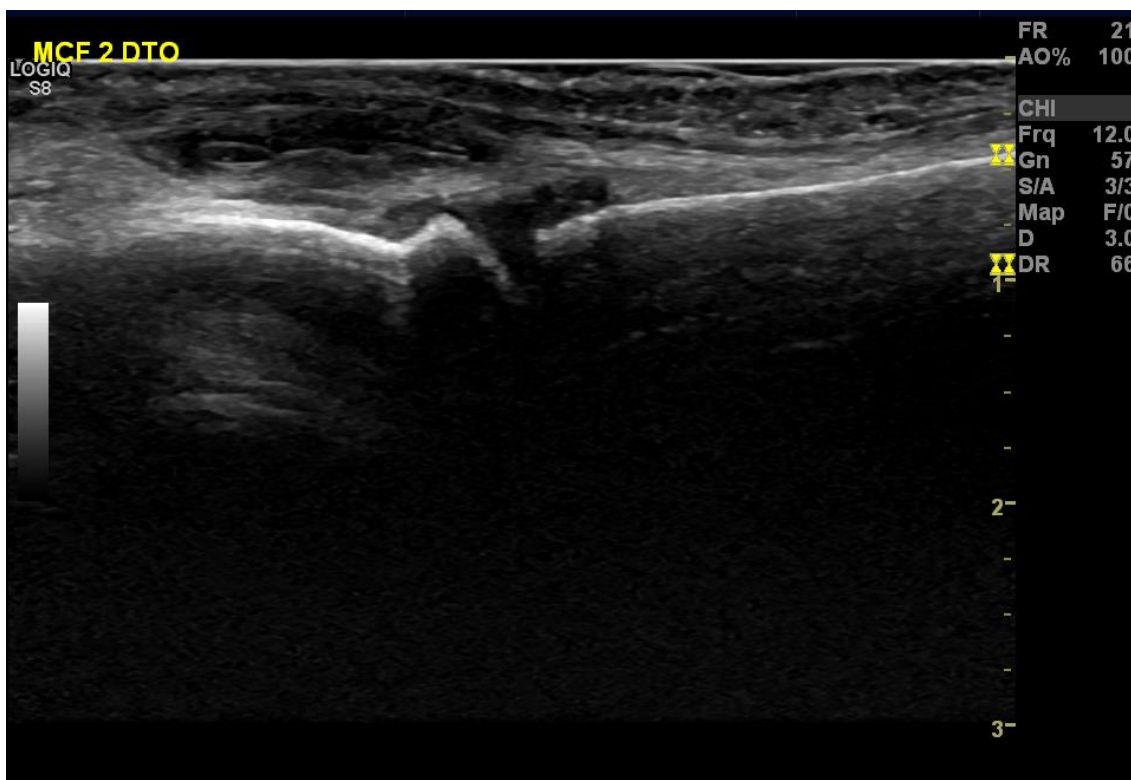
Imagem de ecografia da 2ª articulação MCF da mão direita com sinovite (patológica).
